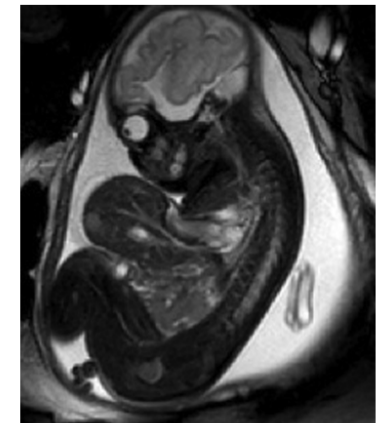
MRI at 31 weeks 2 days gestation showing an omphalocele containing liver, bowel and small portion of the stomach. The omphalocele sac is intact and contains trace ascites.
